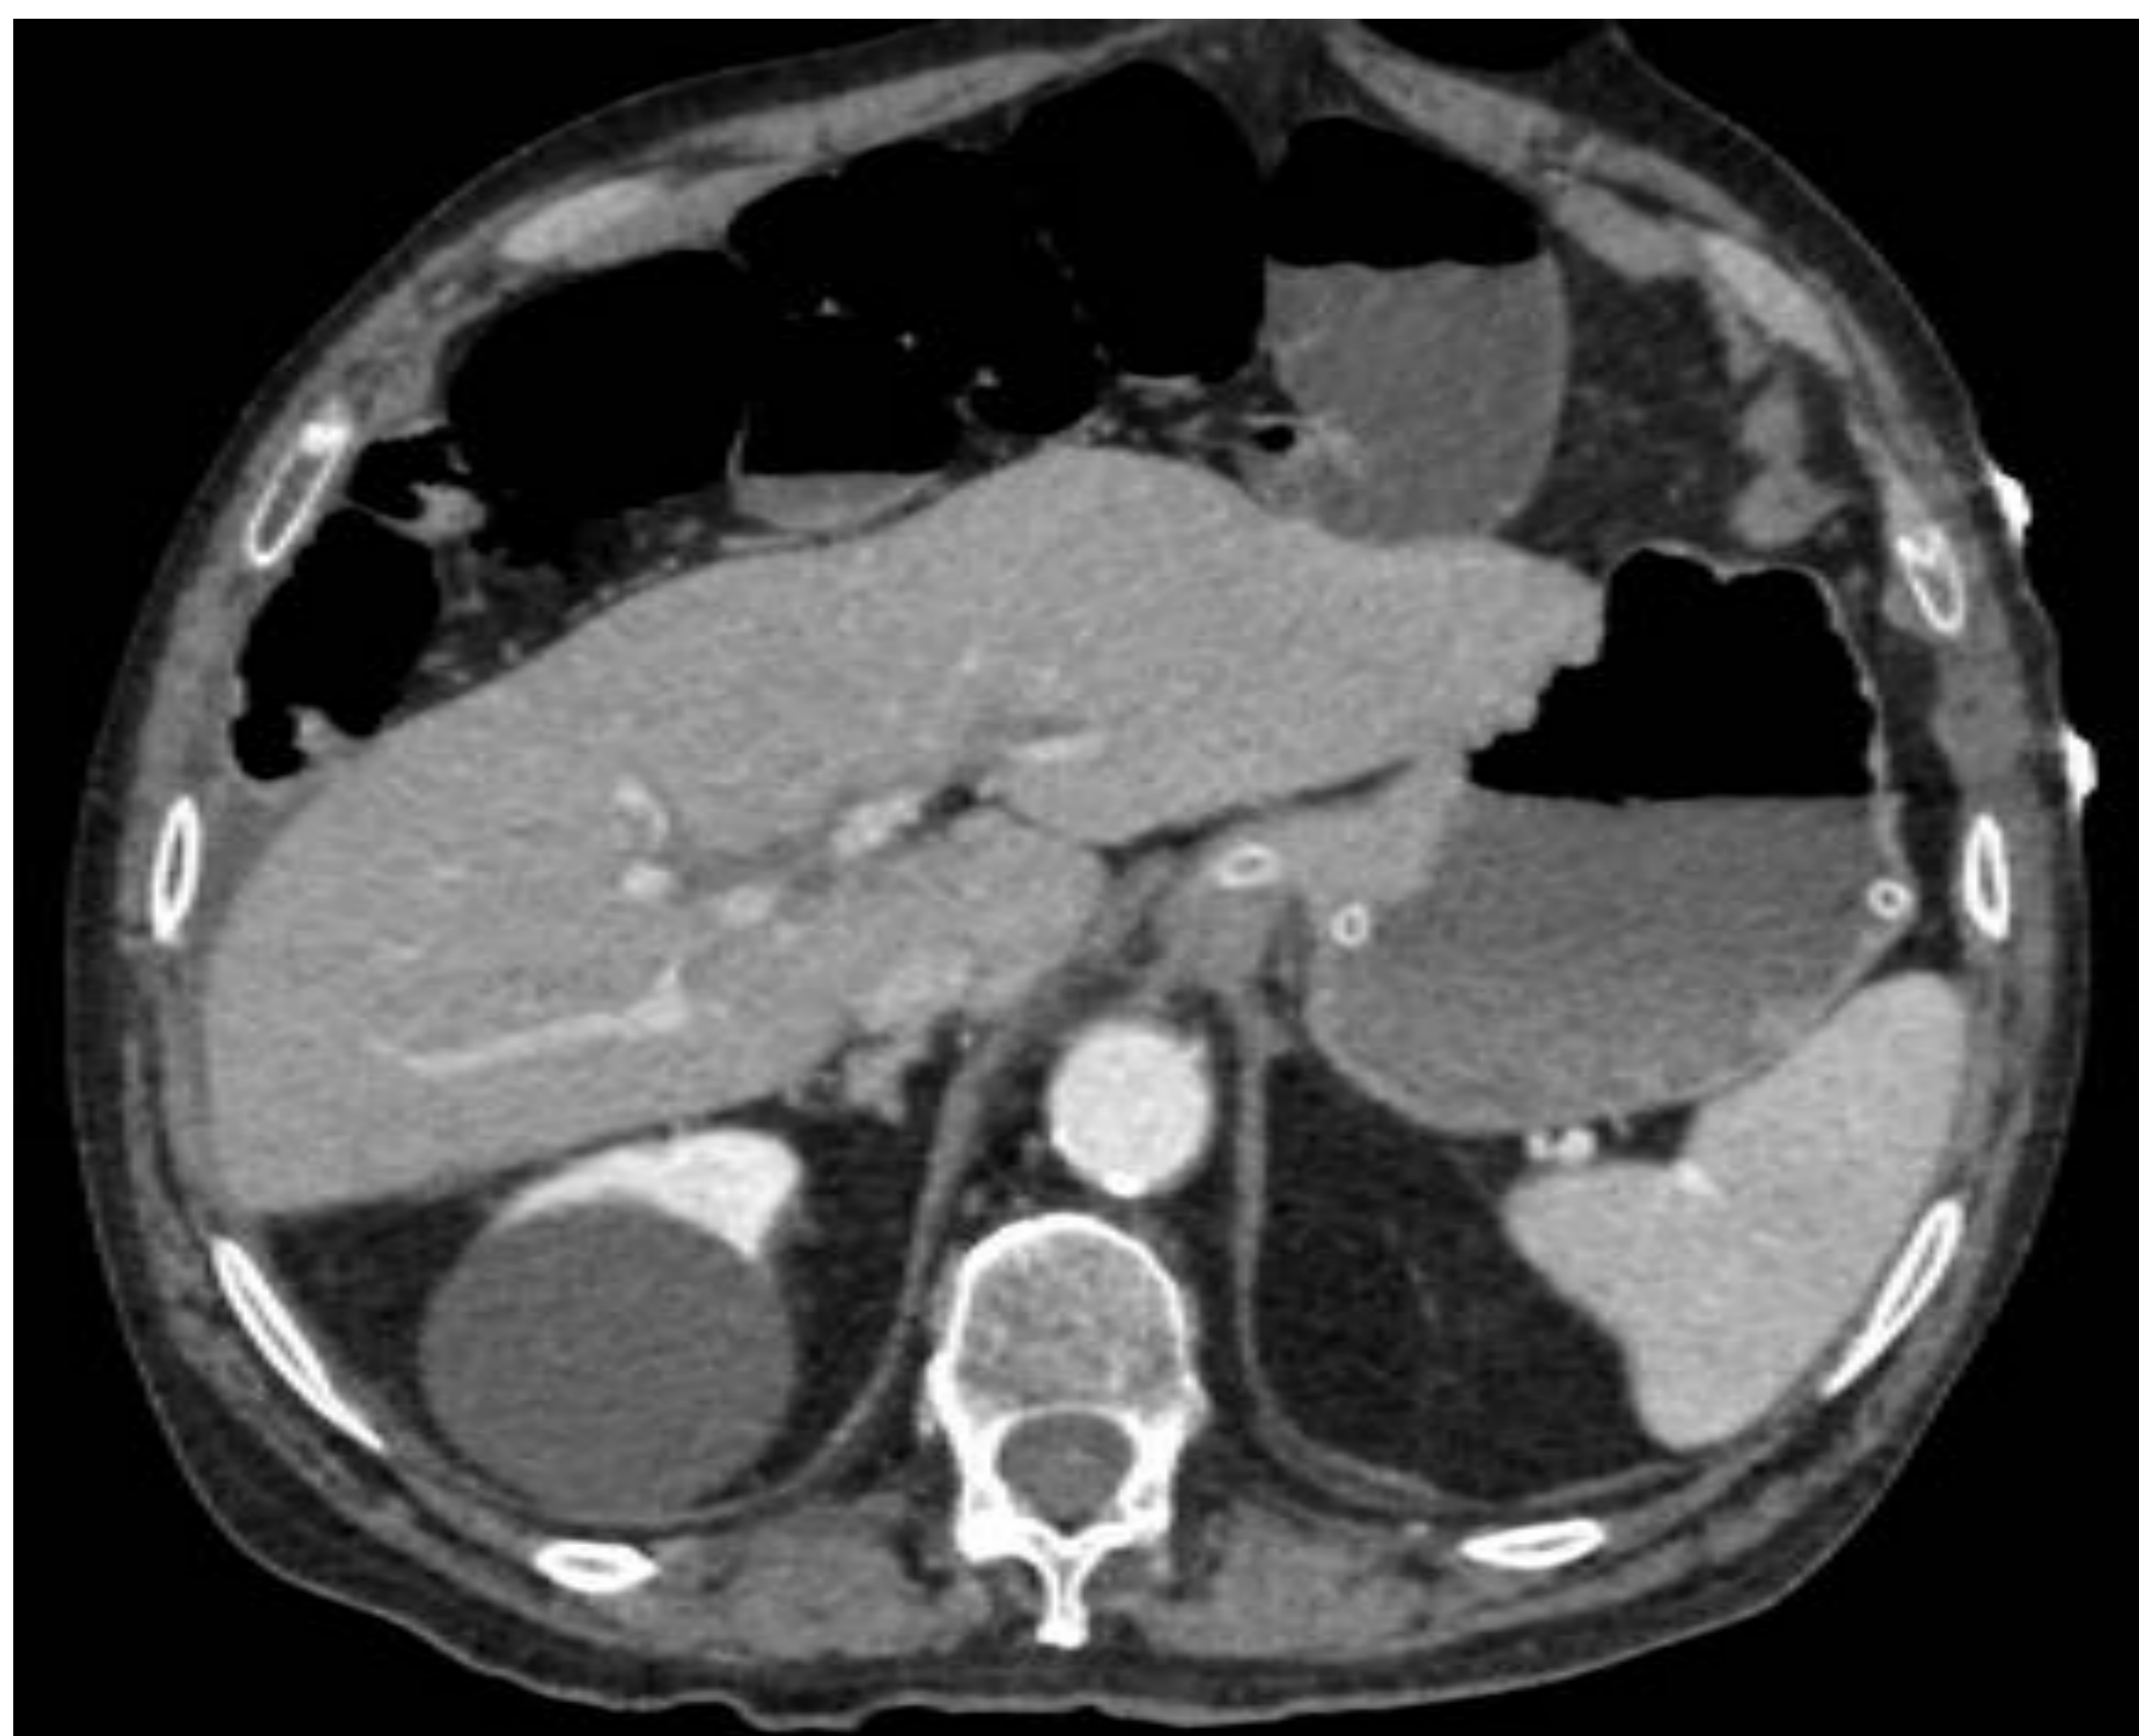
Imagen de TC con contraste en fase portal del mismo paciente. La presencia de los quistes peribiliares resulta desapercibida.
